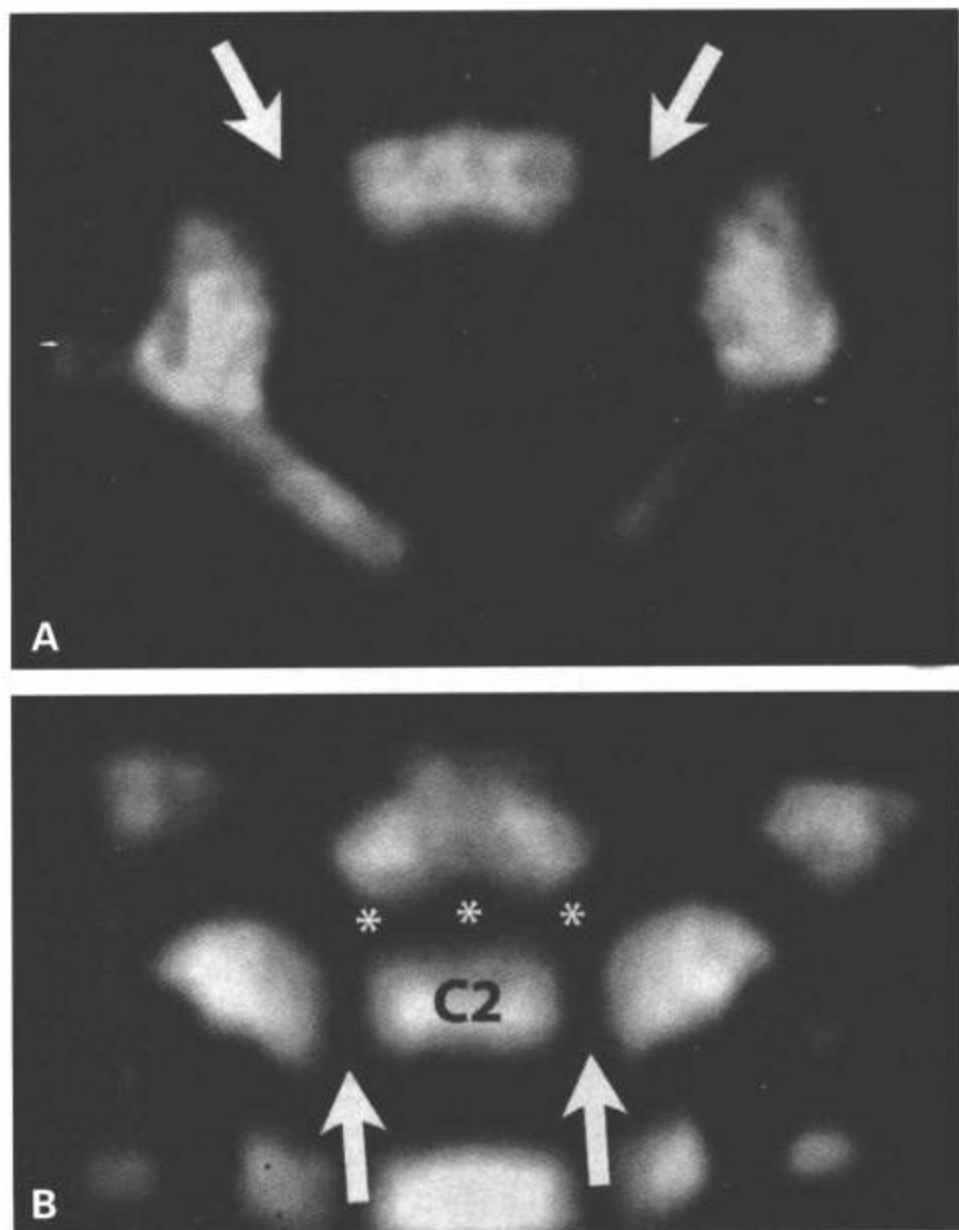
正常年龄适当的软骨结合。一个月大的女婴，从高处跌落后。C1水平的上颈椎横断面CT (A)和C2水平的CT冠状面重建 (B)显示软骨结合融合以前的正常椎体的早期解剖表现。显示在C1 (A)和C2 (B)上连接体和神经弓的一对神经中央软骨结合 (箭)和连接体和齿突的C2齿突中央软骨结合 (星)。
